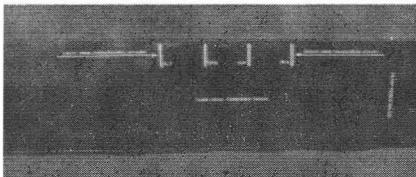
Estuche porta radiografías (chasis)
